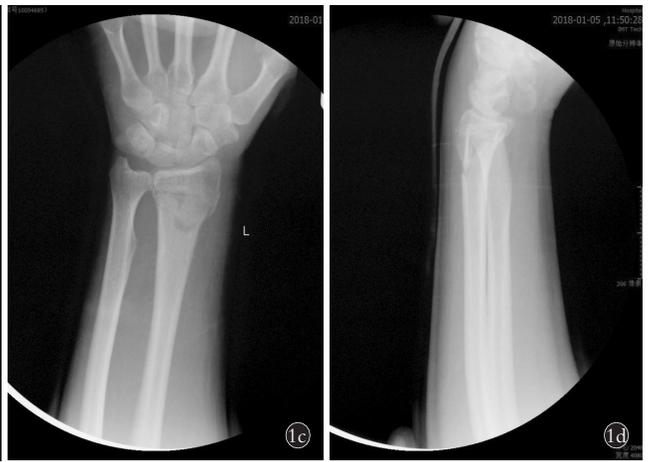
患者,女,61岁,Colles骨折,手法复位小夹板外固定后口服补阳还五汤治疗 1a,1b.复位前正侧位X线片示骨折线清晰,桡骨远端外侧皮质断连 1c,1d.复位即刻正侧位X线片示骨折复位良好,骨折线清晰 1e,1f.复位28d正侧位X线片示骨折复位固定良好,桡骨外侧缘皮质桥接明显,骨痂清晰连续
